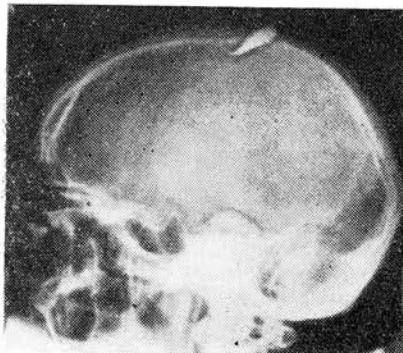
На рентгенограмме черепа видно инородное тело в левой теменной области.
